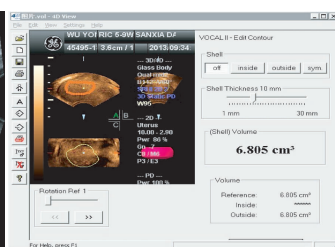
三维超声检测子宫内膜参数 (VI、FI、VFI)
